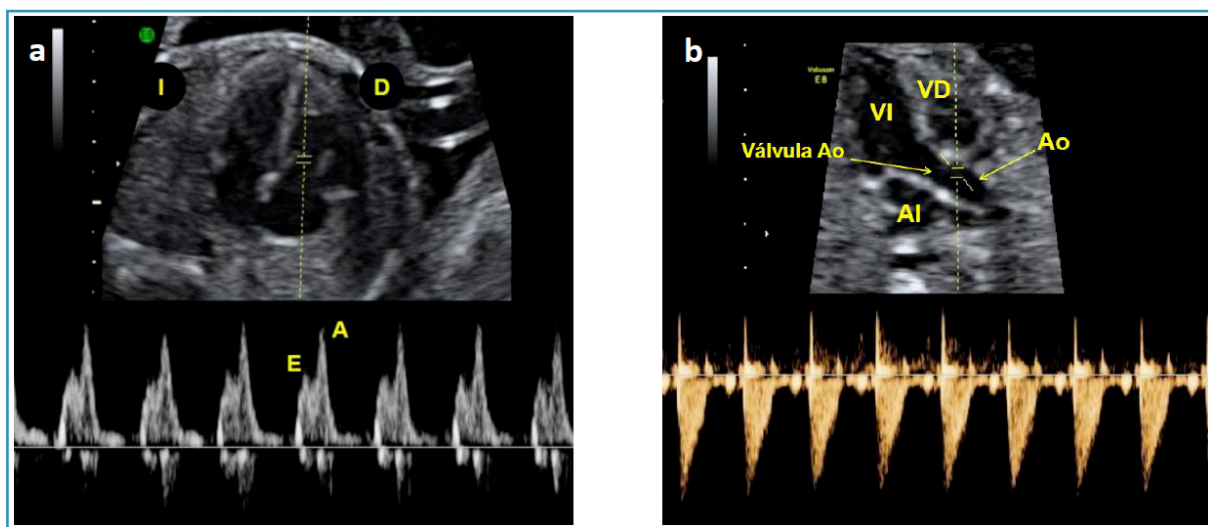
a. Doppler pulsado del flujo transvalvular tricúspide. Relleno bifásico (normal) del ventrículo derecho (VD): onda E de llenado pasivo y onda A de llenado activo por contracción auricular. D: derecha. I: izquierda. b. Tracto de salida del ventrículo izquierdo (VI), valorando el flujo de salida a través de la válvula aórtica (Ao), colocando la muestra distal a la válvula. AI: aurícula izquierda. Ao: aorta.
